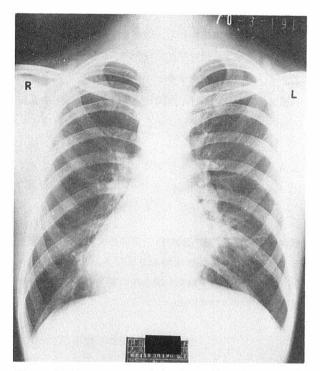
Roentgenogram of the chest. Extensive areas of increased density are seen in the left lower segment 図 4 胸部 X 線像、左下部に広範囲な陰影増強域がみられる.
